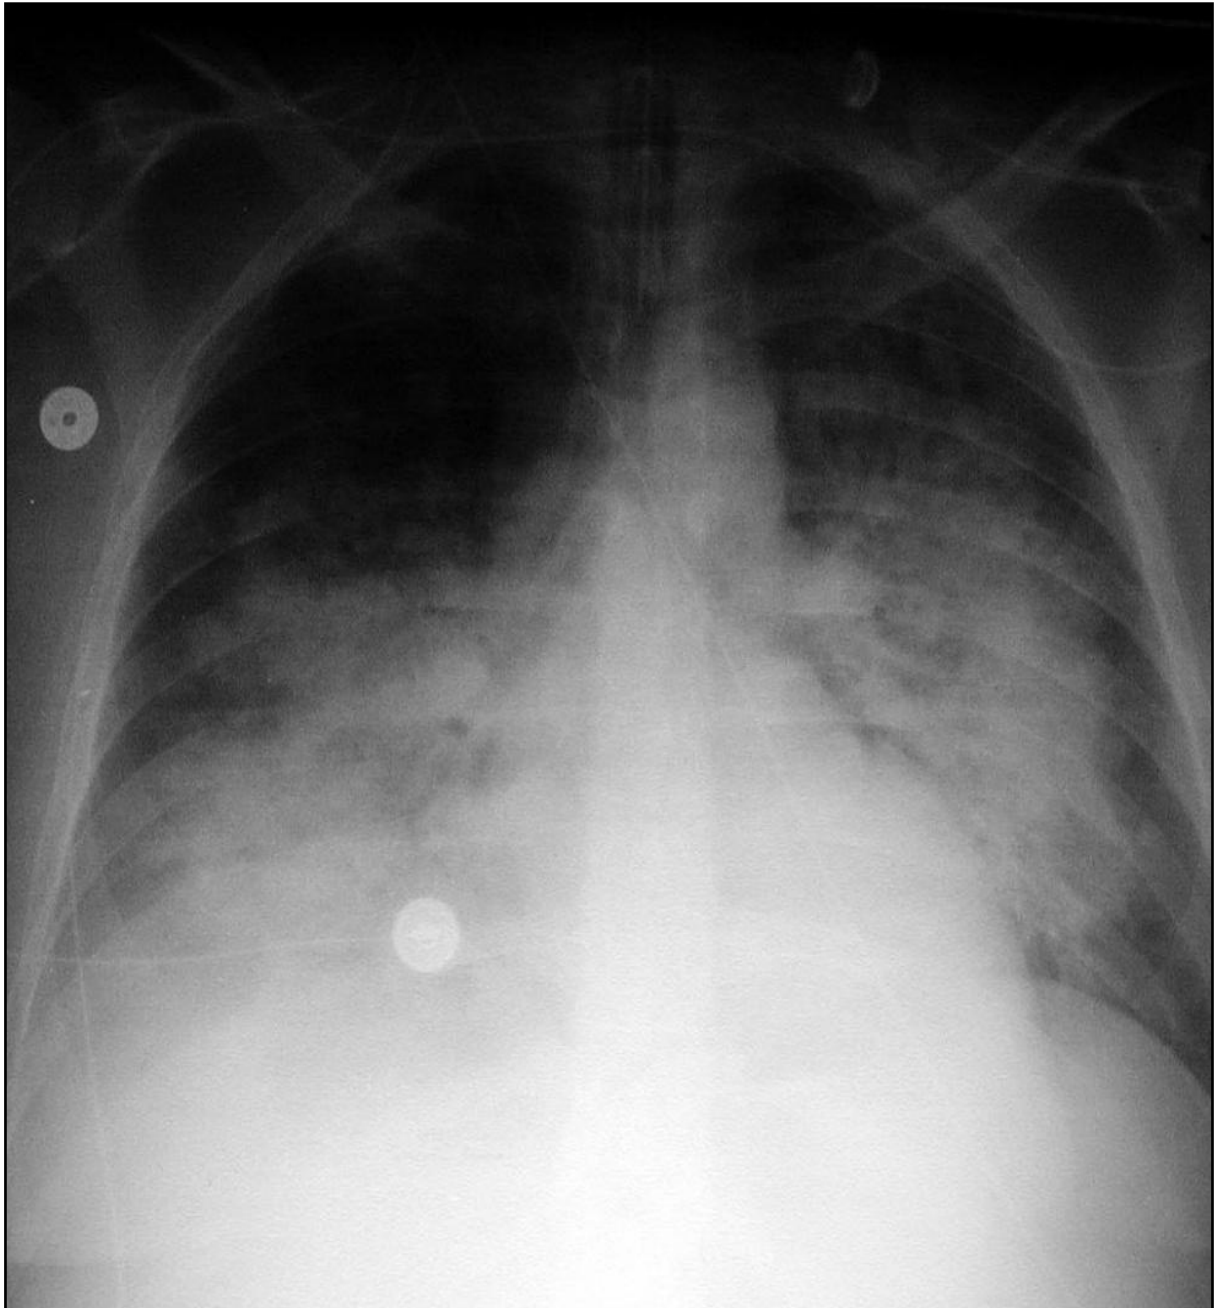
Radiographie du thorax d'un patient obèse admis pour une pancréatite aigue grave compliquée d'un SDRA sévère.
